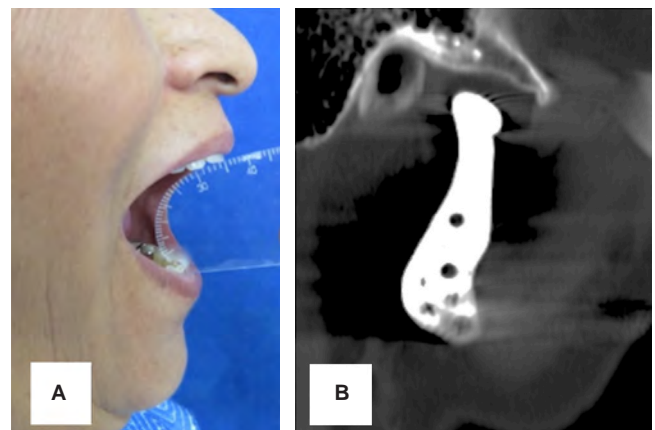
Seguimiento. A) Fotografía extraoral lateral que evidencia la apertura bucal de 35 mm. B) Tomografía en corte sagital derecho donde se identifica la prótesis de articulación temporomandibular.
